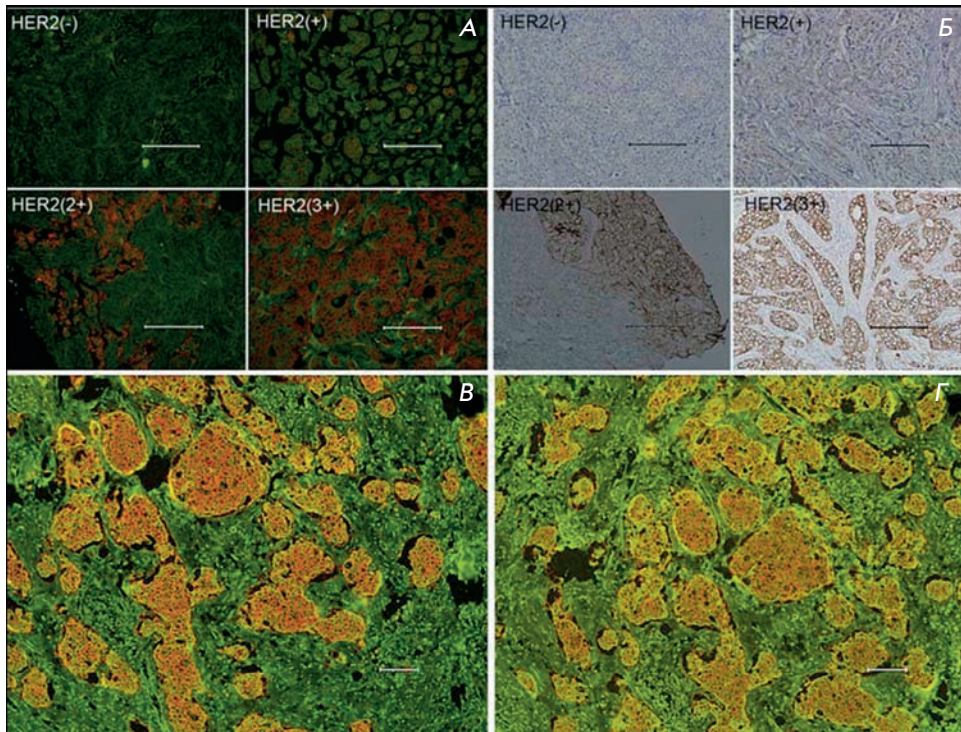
Преимущества КТ в иммуногистохимическом анализе. Окрашивание тканей с различным уровнем экспрессии HER2 с использованием КТ (А) и стандартного метода с пероксидазой (Б). Фотоустойчивость образцов, окрашенных КТ через 2 (В) и 75 сут (Г). Шкала – 100 мкм. Адаптировано из [74] (Chen С., Peng J., Xia H., Yang G., Wu Q., Chen L., Zeng L., Zhang Z., Pang D., Li Y. *Biomaterials*. 2009 30:2912–2918) с разрешения Elsevier: [Biomaterials], copyright (2009).
